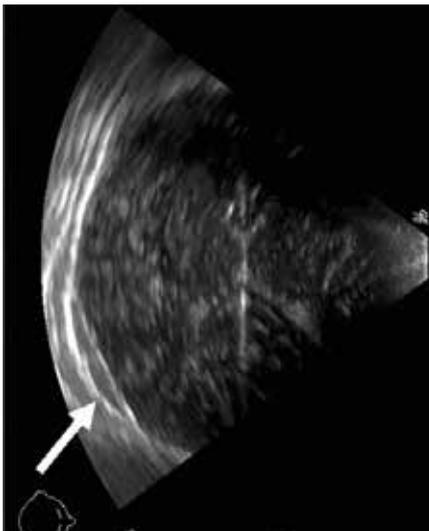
Transkraniale Sonografie mit Dokumentation eines relativ schmalen kalottennahen intrakraniellen Hämatoms der Gegenseite (Pfeil)
